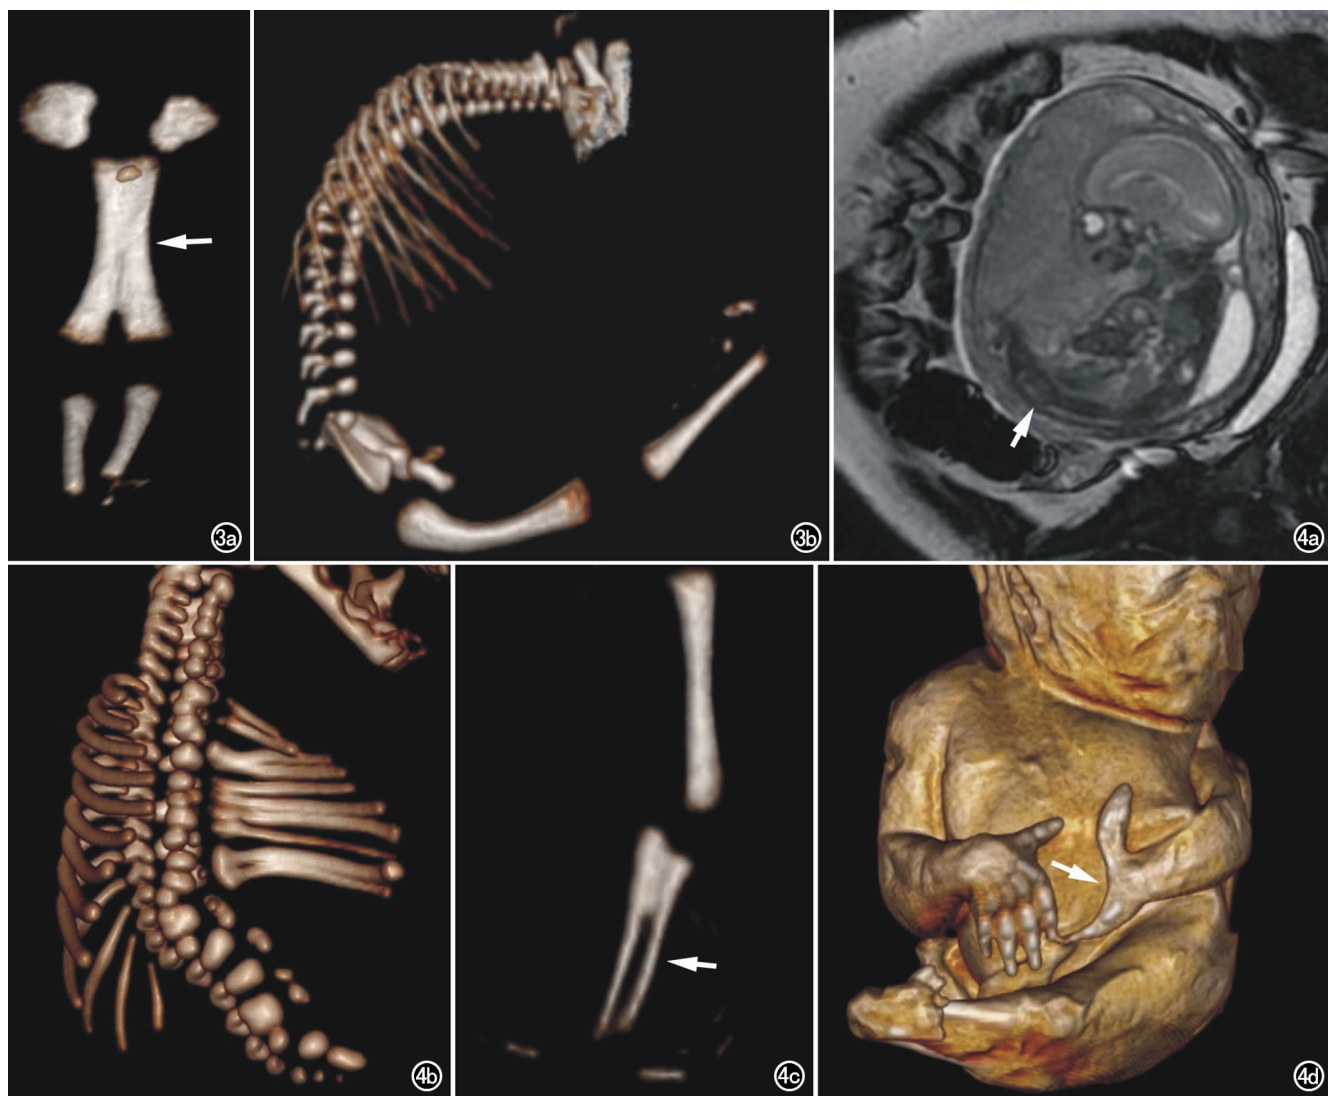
孕 26⁺²周。a) VR 图像正面观,股骨部分融合(箭),无腓骨; b) VR 图像侧面观,髂骨扁平,与股骨同平面,股骨前方畸形,一个融合坐骨,坐骨前方两点为锥形耻骨。图 4 孕 26⁺³周。a) 产前胎儿 MRI 扫描示羊水少,单一下肢短(箭),位于躯体中线,脊膜膨出; b) VR 图像直观显示左侧多个肋骨融合分叉畸形,半椎、蝴蝶椎、融合椎、腰椎闭合不全等; c) 左上肢 VR 图像骨重建示左尺桡骨部分融合(箭),左手指骨分离; d) 胎儿标本表面容积再现示左上肢融合,左手掌呈鱼尾样畸形(箭)。
